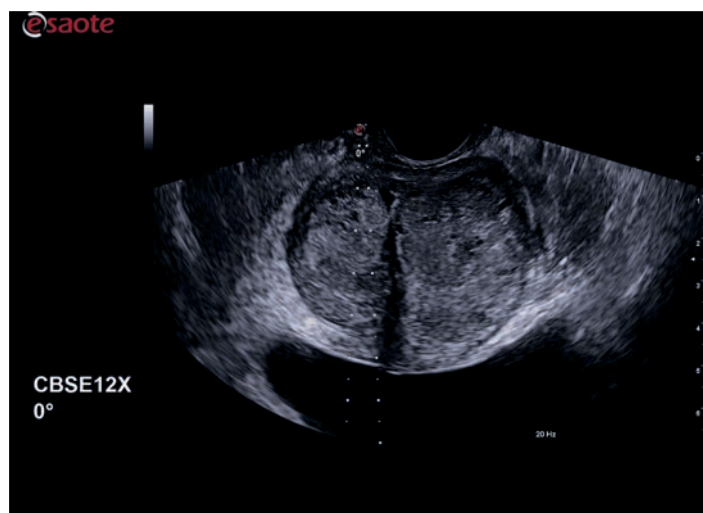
УЗИ-изображение предстательной железы, полученное с помощью датчика E3-12, при выполнении трансректального подхода.
